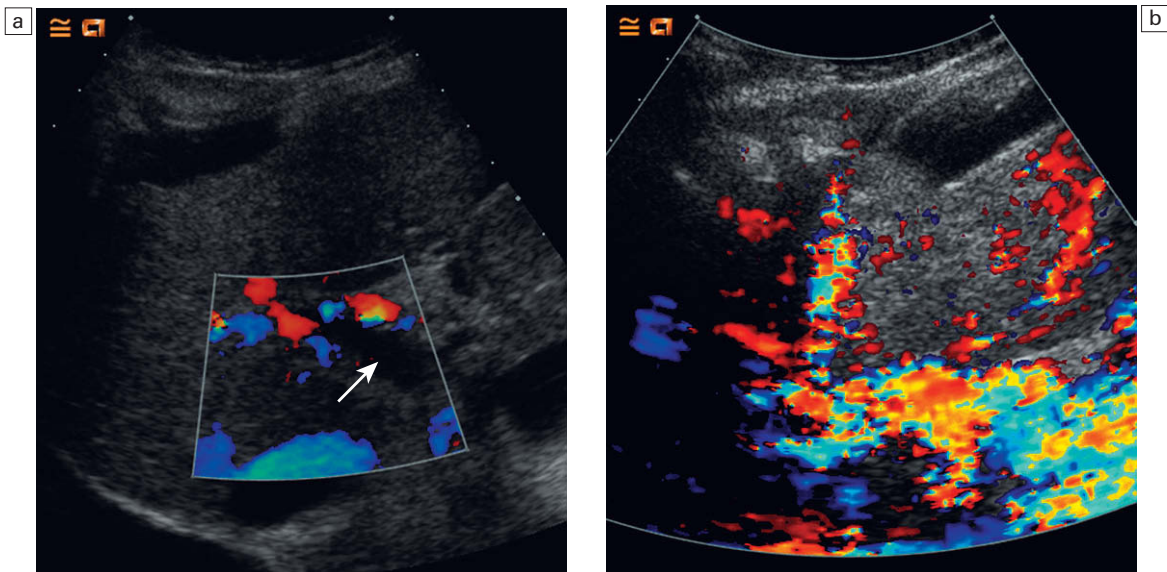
Un artefacto que se ve con frecuencia cuando se emplean microburbujas para realizar los estudios de Doppler convencional es el «floreCIMIENTO» en el que los píxeles de color parecen extenderse más allá de los límites del vaso; a) imagen de Doppler color basal a nivel del hilio hepático que muestra la ausencia de señal de color en la vena porta (flecha) pero existe color en la arteria hepática suprayacente; b) tras la administración de SonoVue el «floreCIMIENTO» que se observa en la arteria hepática tapa la vena porta.
